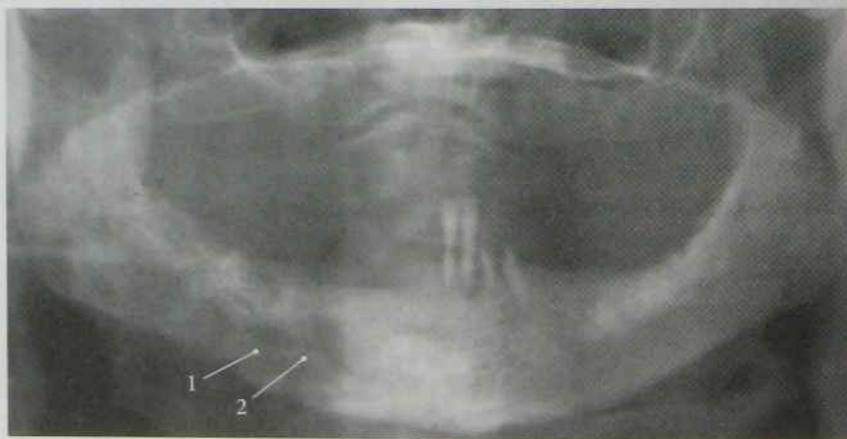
Пантомограма щелепно-лицевої ділянки. Одонтогенний хронічний остеомієліт тіла нижньої щелепи справа (1 — секвестральна порожнина, 2 — секвестр)
